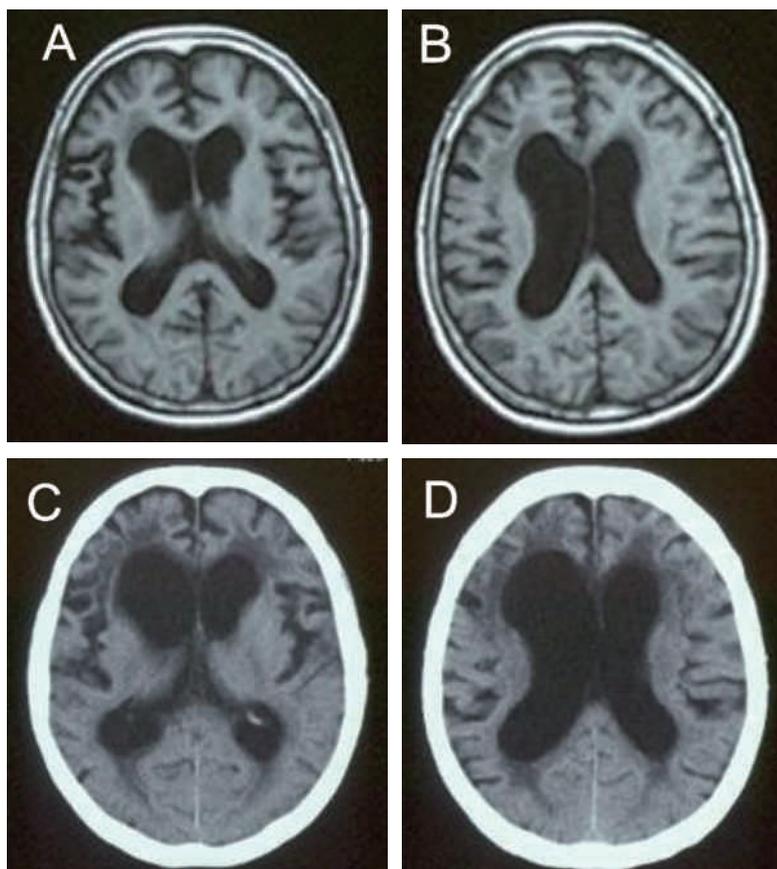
A, B:初回入院時のMRI (X-6年11月), C, D:2回目の入院時のCT (X-1年2月)
